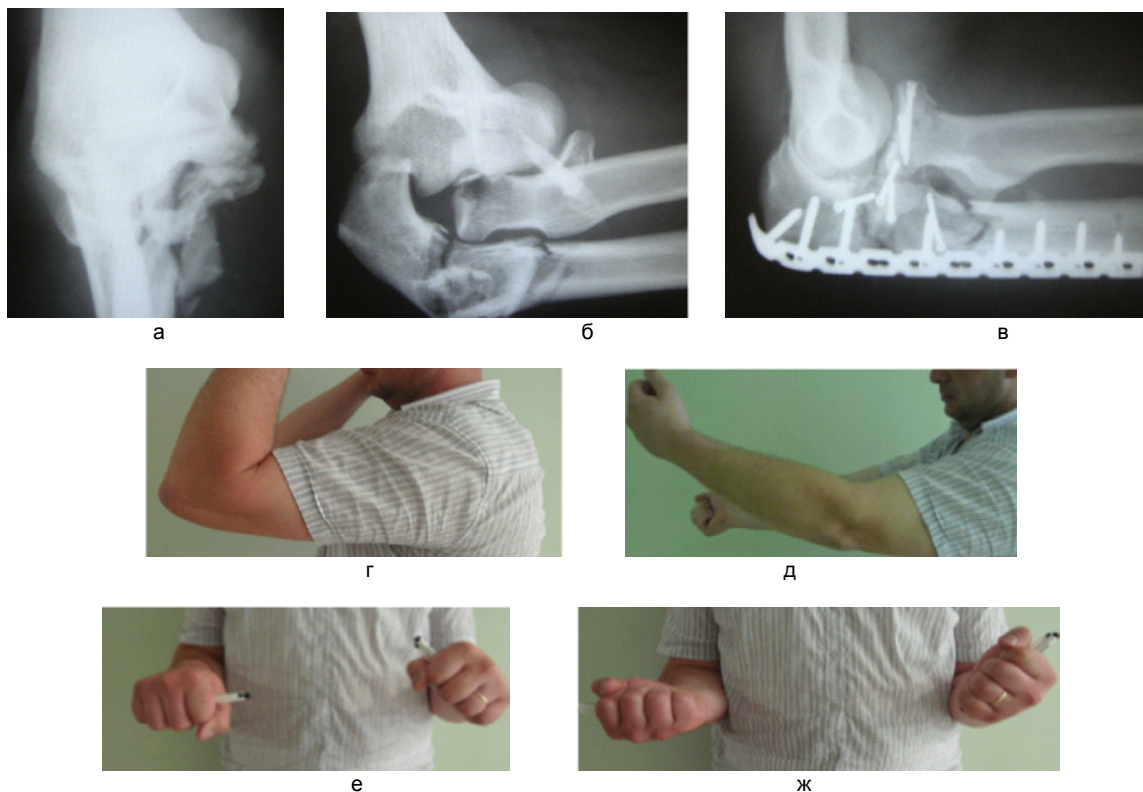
Рентгенограммы локтевого сустава: а – прямая проекция; б – боковая, в – после операции, г, д, е, ж – функциональный результат через 20 недель
